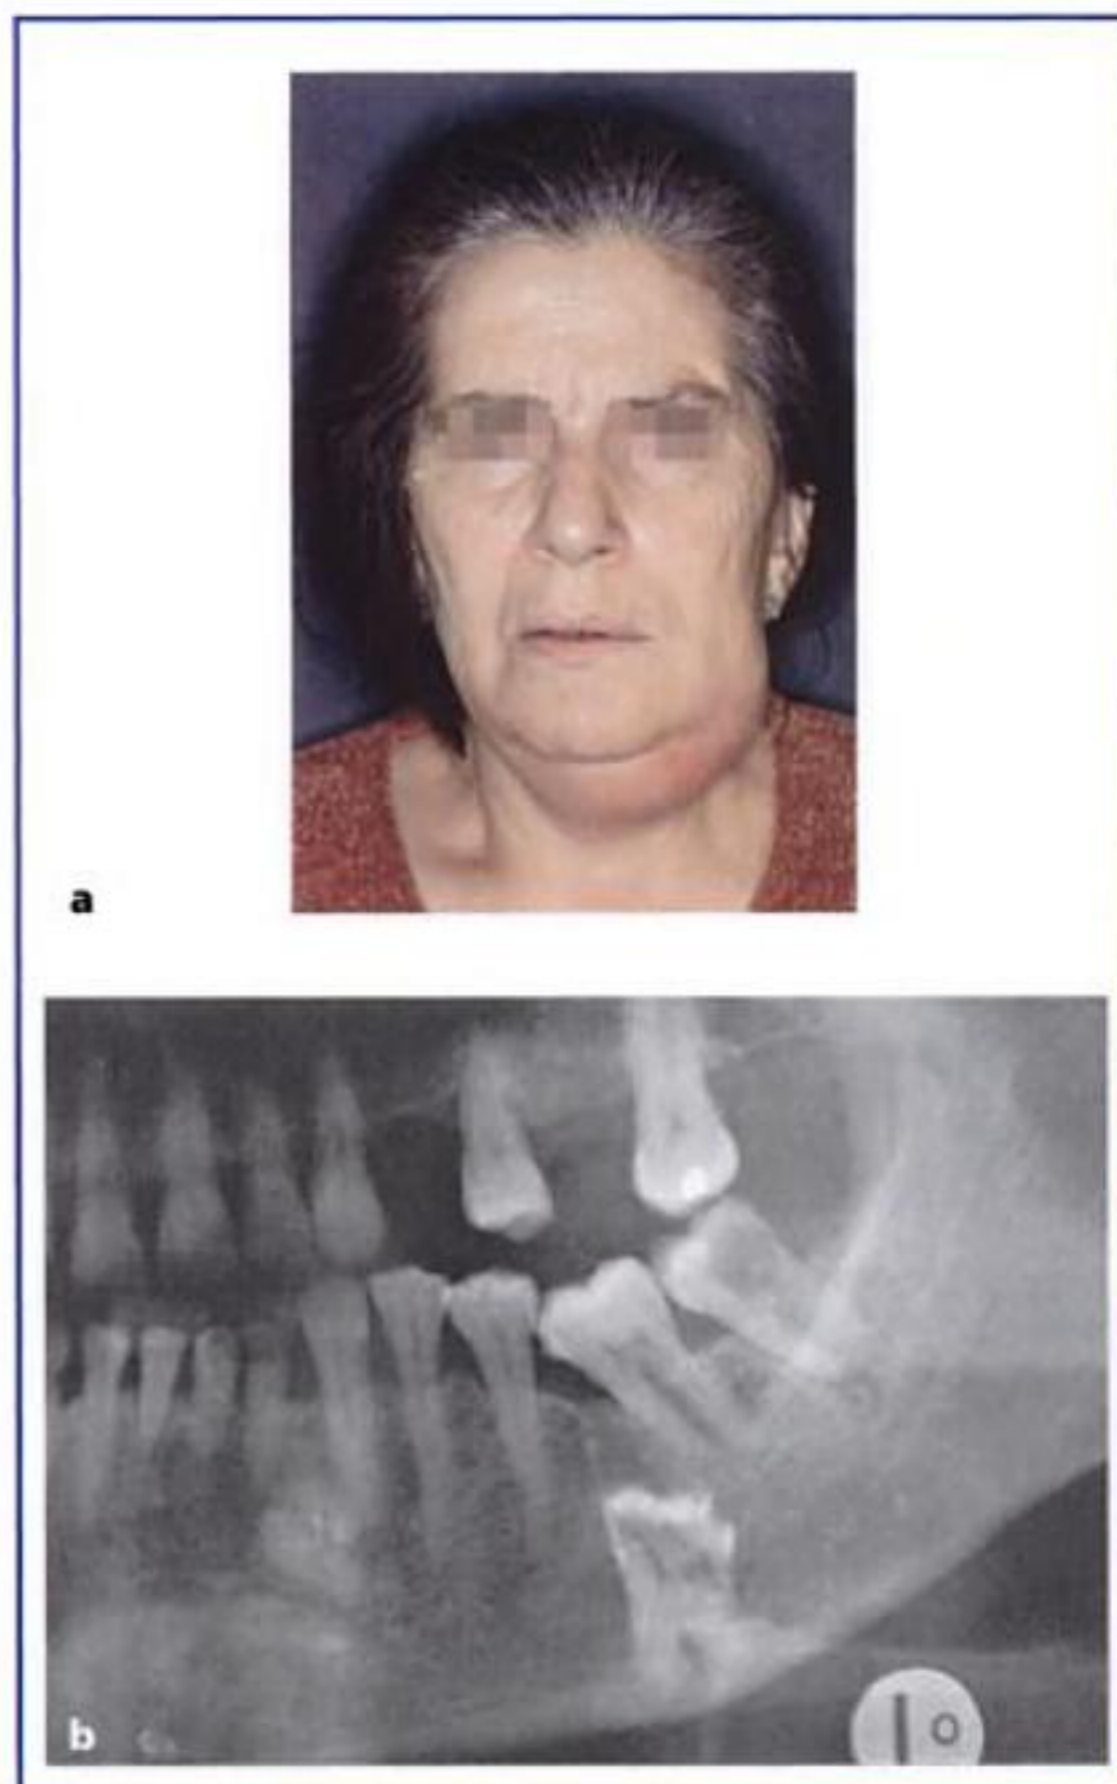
Infiltración flemonosa (celulítica) de los tejidos blandos: a) cuadro clínico de flemón del espacio submandibular relacionado con una infección del 36 incluido y del 38 cariado y con pulpitis; b) radiografía panorámica que evidencia el 36 incluido cariado y el 38 cariado.
